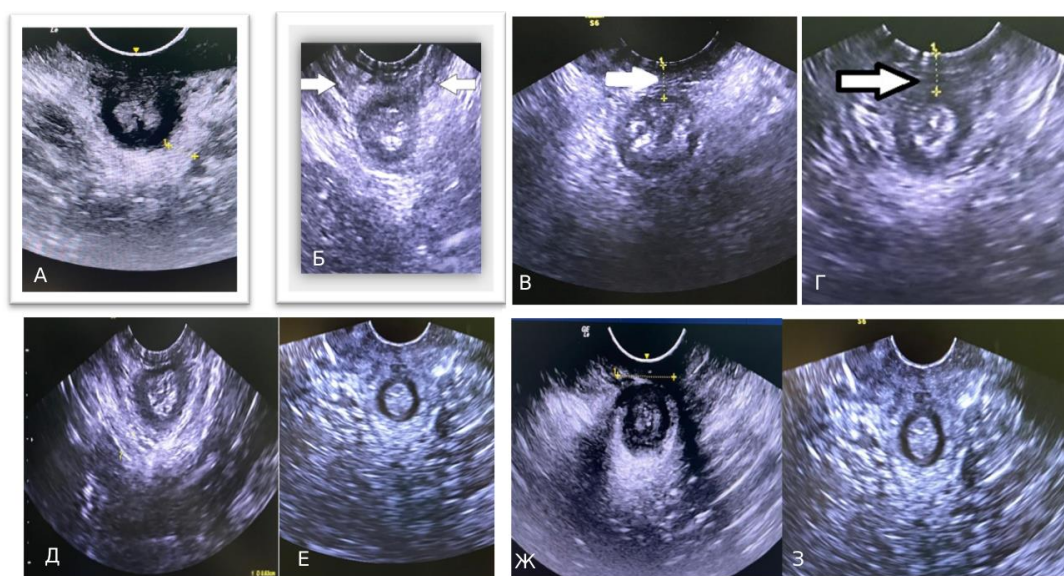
Результаты ТП-УЗИ. Толщина mm. puborectalis, высота сухожильного центра, толщина пучков m. bulbocavernosus, диастаз m. bulbocavernosus при ректоцеле (А, В, Д, Ж) и в контрольной группе (Б, Г, Е, З)
